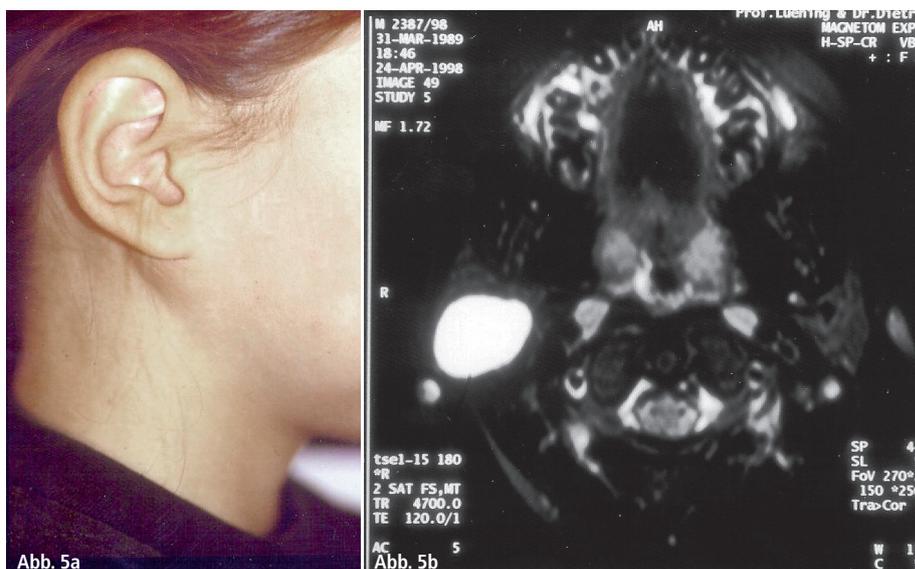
Warthin-Tumor in der Fossa retromandibularis. – Abb. 5b: Gleicher Tumor im MRT, T2-Wichtung.
